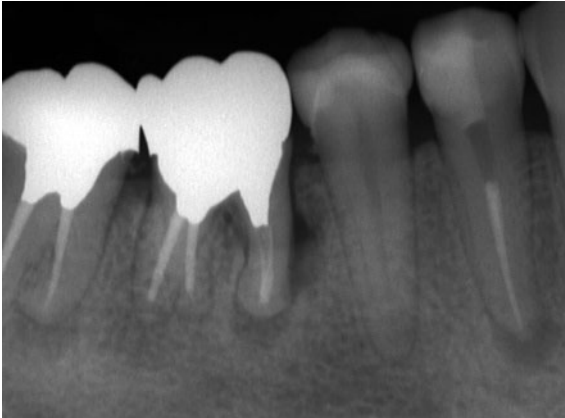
図 B-01 : 6|の抜歯前のデンタルX線像。
